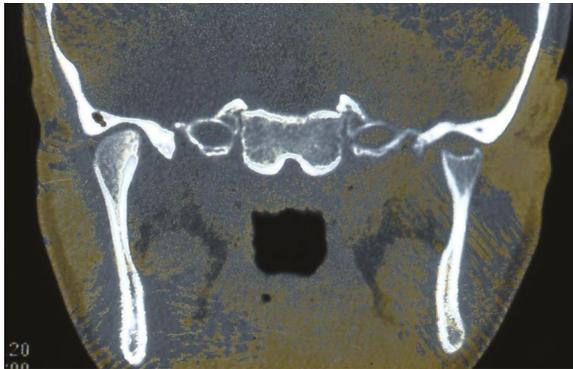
Esame TAC dell'articolazione temporomandibolare di un paziente con artrite idiopatica giovanile che evidenzia distruzione al lato destro.
